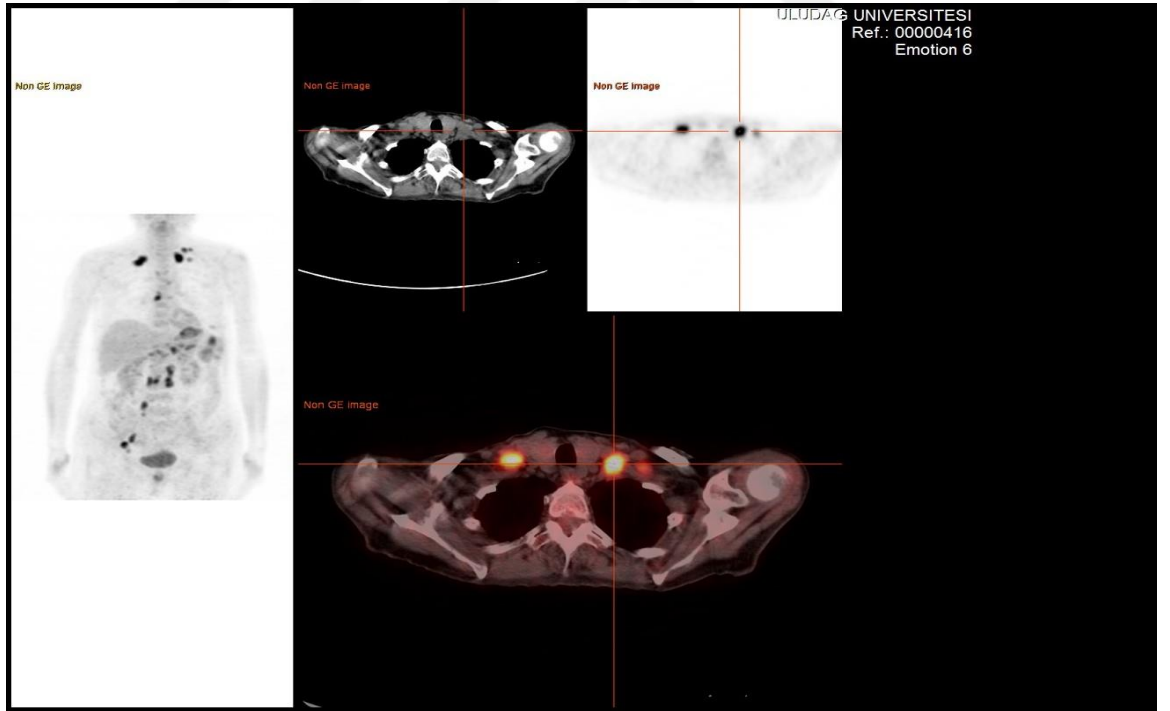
Anaplastik Hücreli Lenfoma PET/CT görüntüsü
